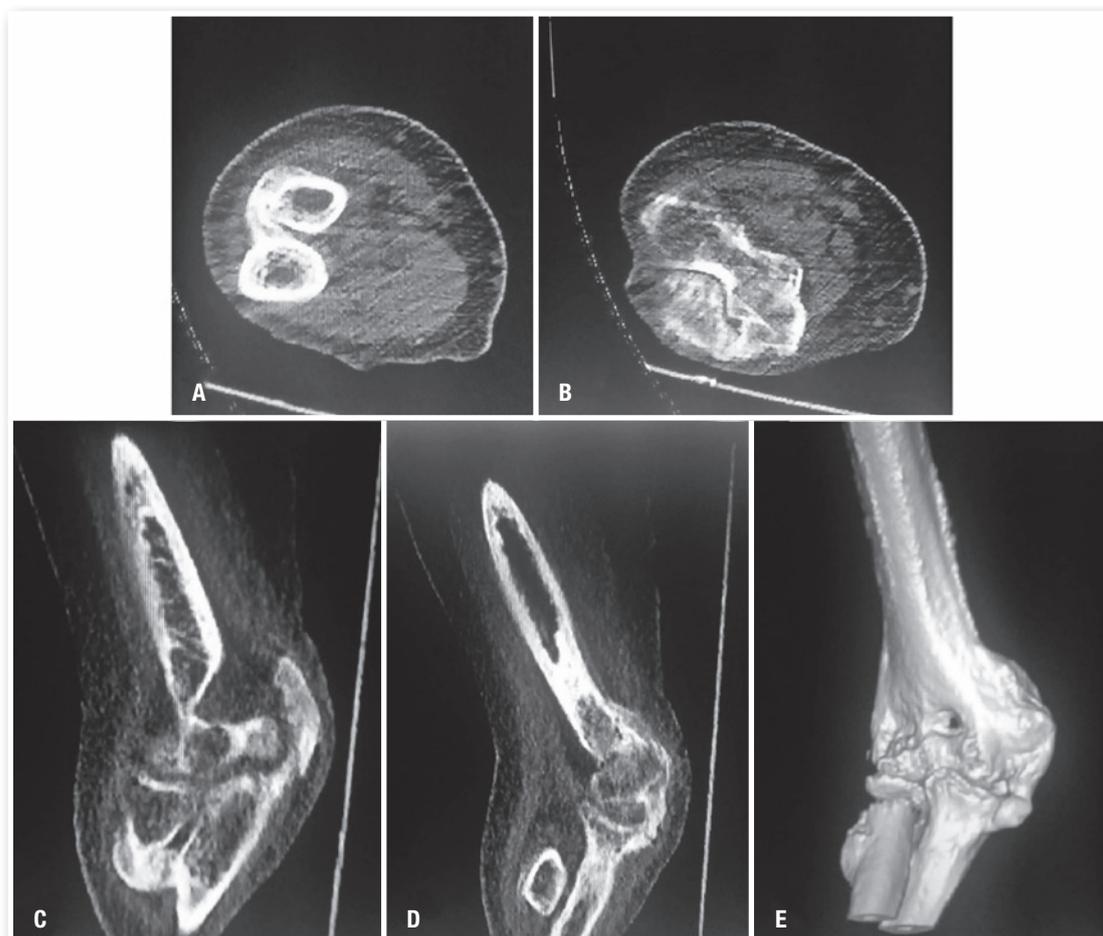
Tomografia do cotovelo direito. A-B) axial; C) coronal; D) sagital; E) 3D demonstrando uma sinostose radioulnar proximal e ossificação heterotópica úmero-ulnar.
